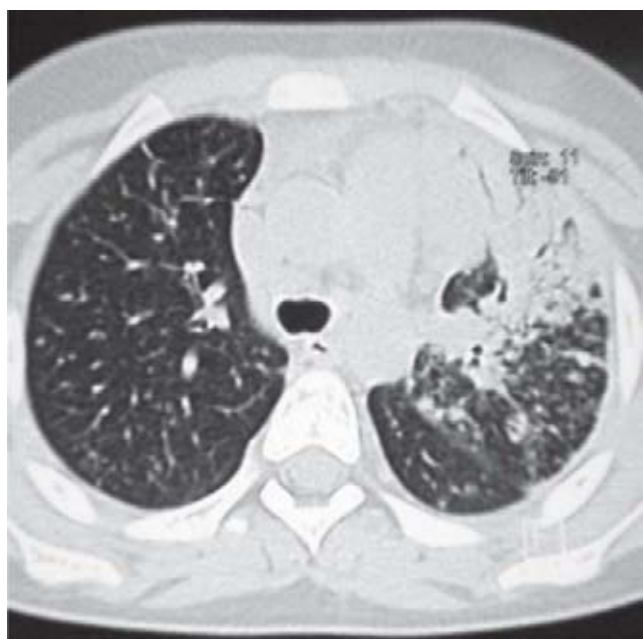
Tomografía computada de tórax, corte axial que muestra consolidación pulmonar con broncograma aéreo en el lóbulo superior izquierdo.
